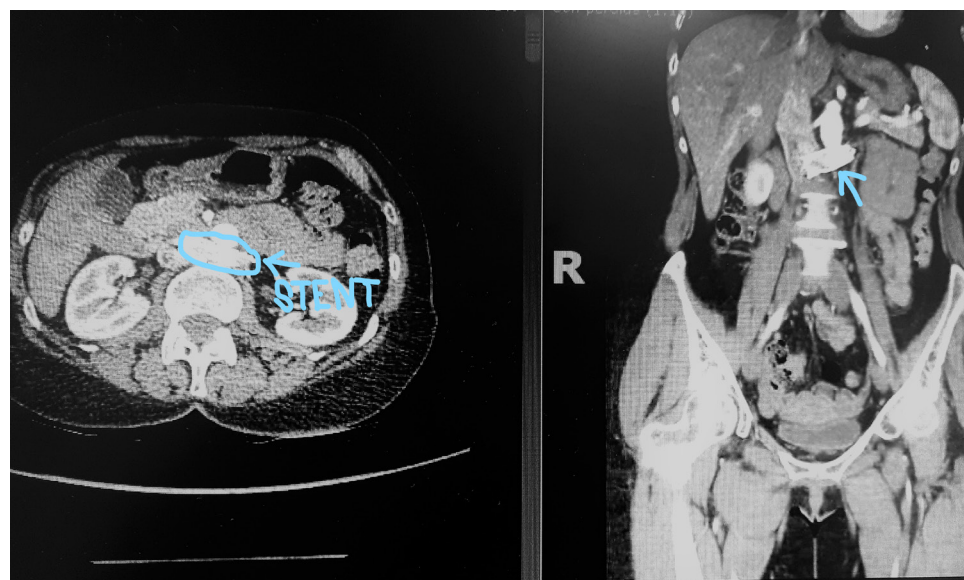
Imagen TAC con stent en la vena renal.
